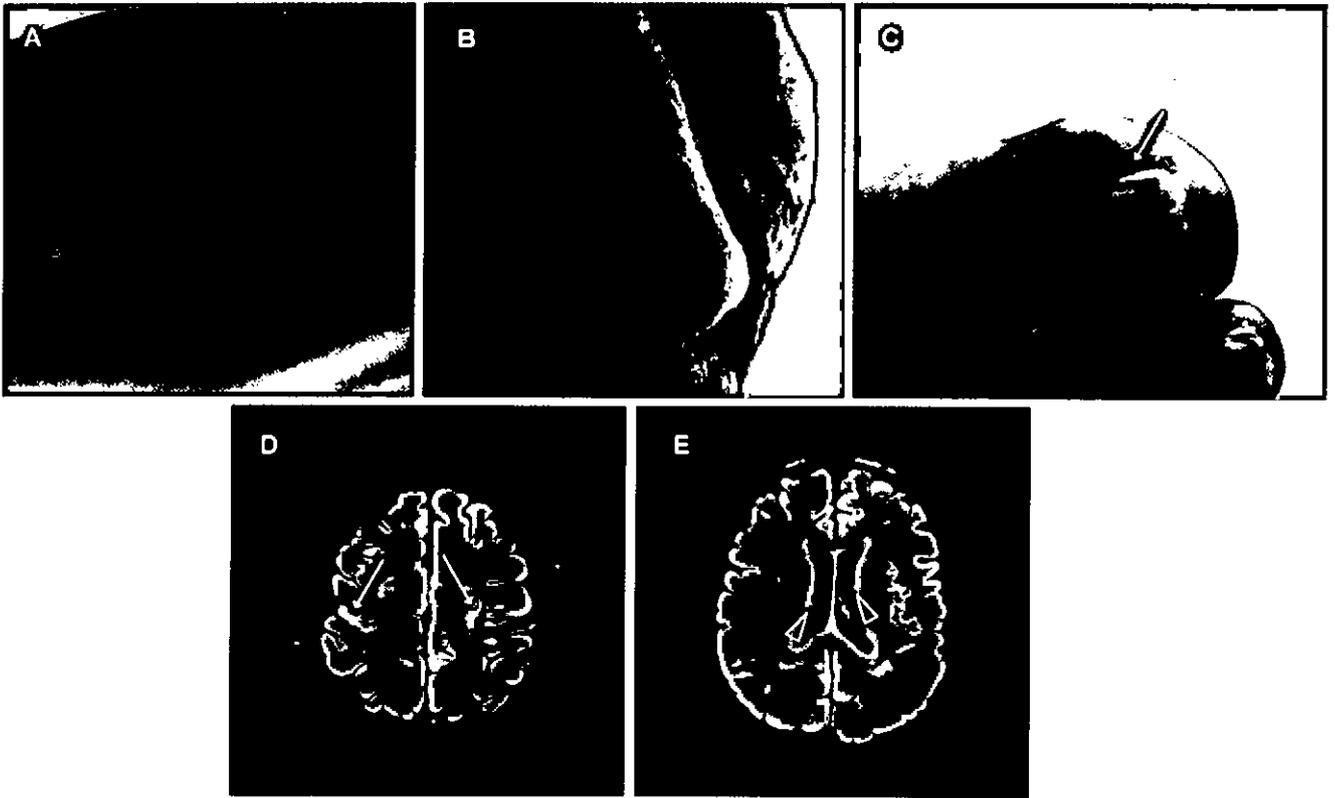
Skin lesion and Brain MRI findings of the patient. Hypopigmented ash leaf-shaped hypomelanotic macules(A), facial angiofibroma(B) and periungual fibromas(C, arrow) are showed, FLAIR images (D,E) demonstrate cortical tubers in the both frontal lobe (arrows) and subependymal nodules (arrowheads).
